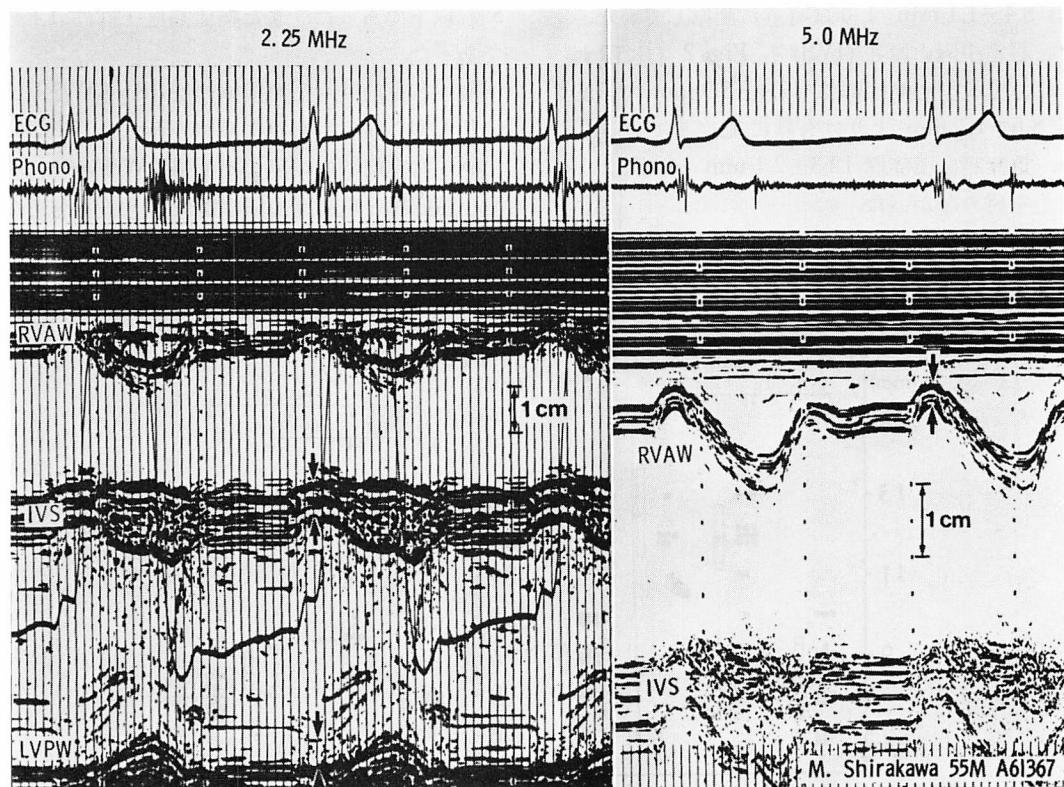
Method of echocardiographic measurements.
